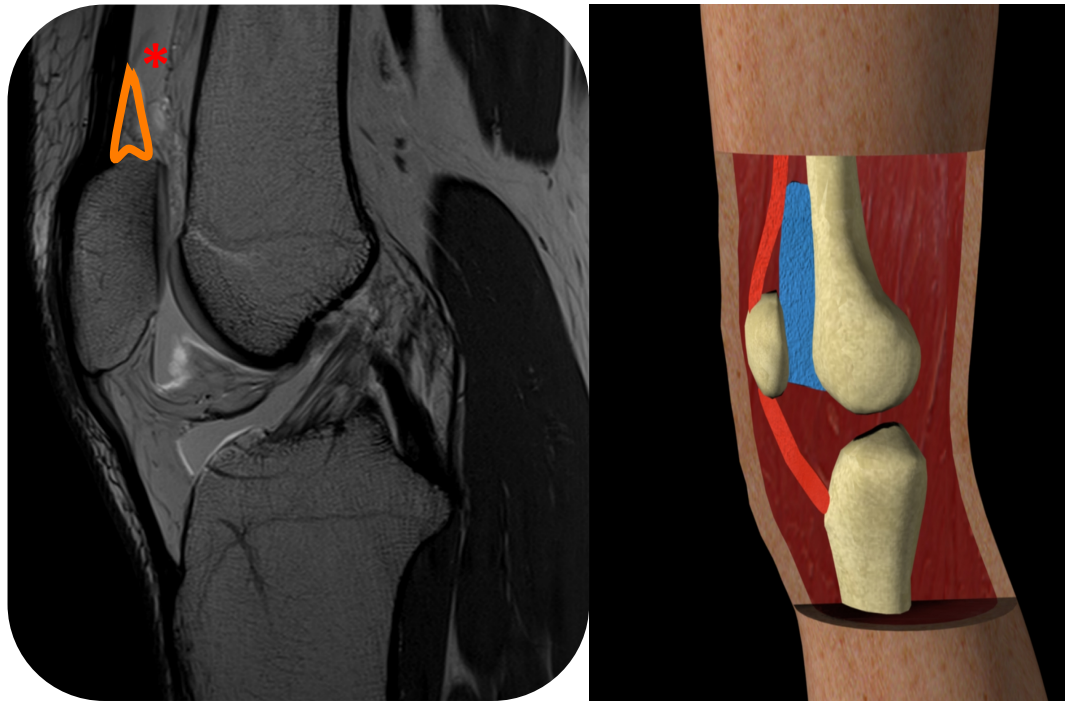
RM e ilustración de la almohadilla grasa prefemoral. Archivo de la Dra. Prada.
